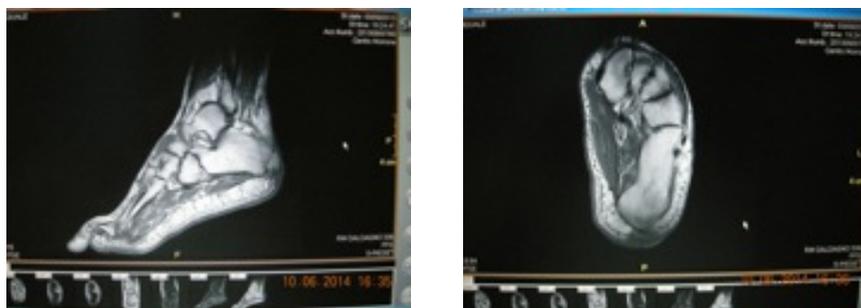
RMN di osteomielite per ulcera del calcagno.
